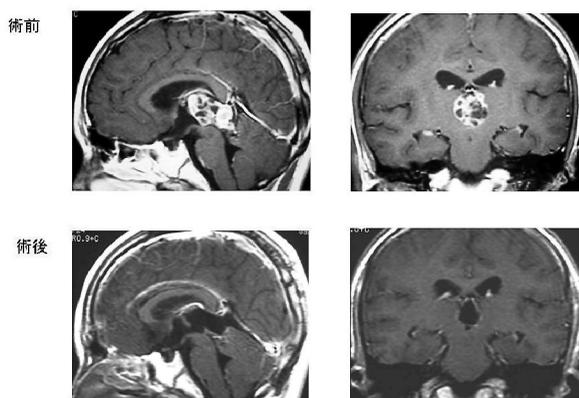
後頭経天幕接近法による松果体部未熟奇形腫の摘出。上段左:術前MRI (矢状断), 上段右:術前MRI (冠状断), 下段左:術後MRI (矢状断), 下段右:術後MRI (冠状断)。手術後、腫瘍が全摘出されていることがわかる。
